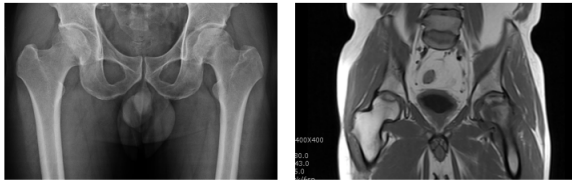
AVN of both femur head in x-ray and MRI
